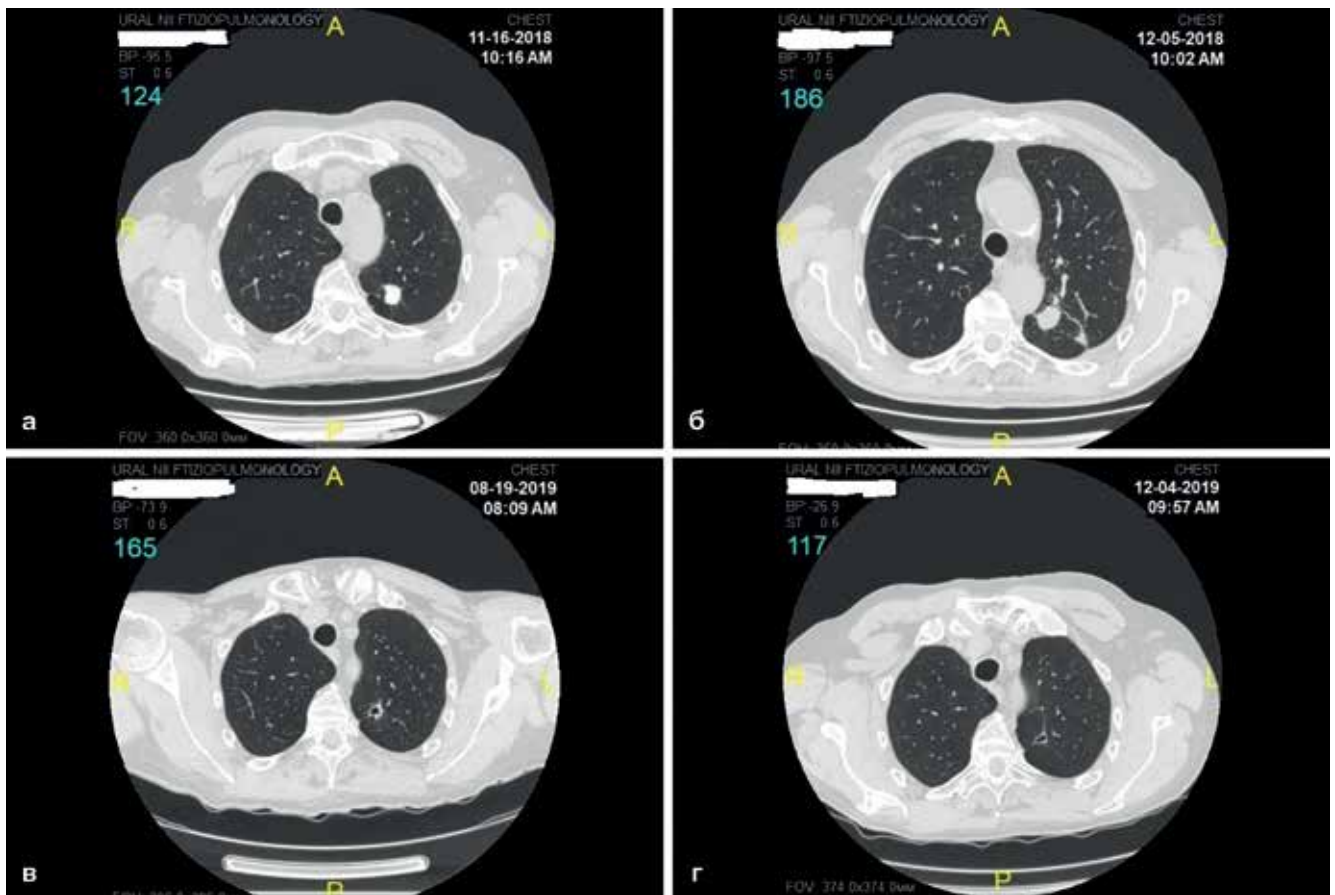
Динамика рентгенологических изменений в зоне прецизионной резекции по данным МСКТ.
